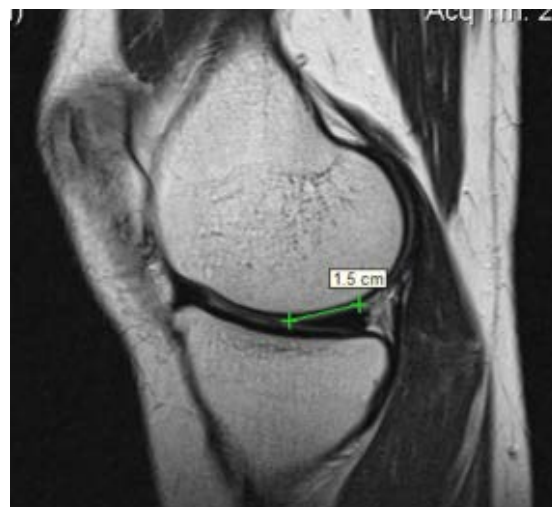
Длина медиального мениска (указана стрелками) МРТ-скан
